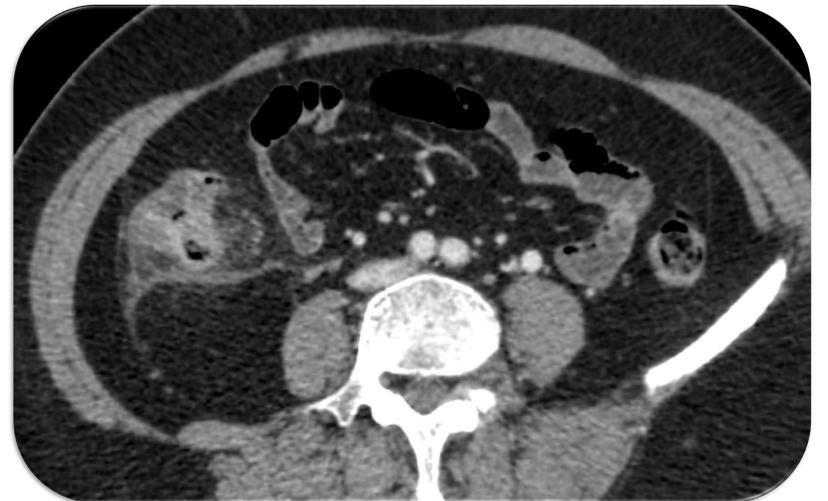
TC axial y coronal que muestra presencia de divertículos en colon derecho con afectación de la grasa peridiverticular. Diverticulitis Aguda de Colon Derecho.
